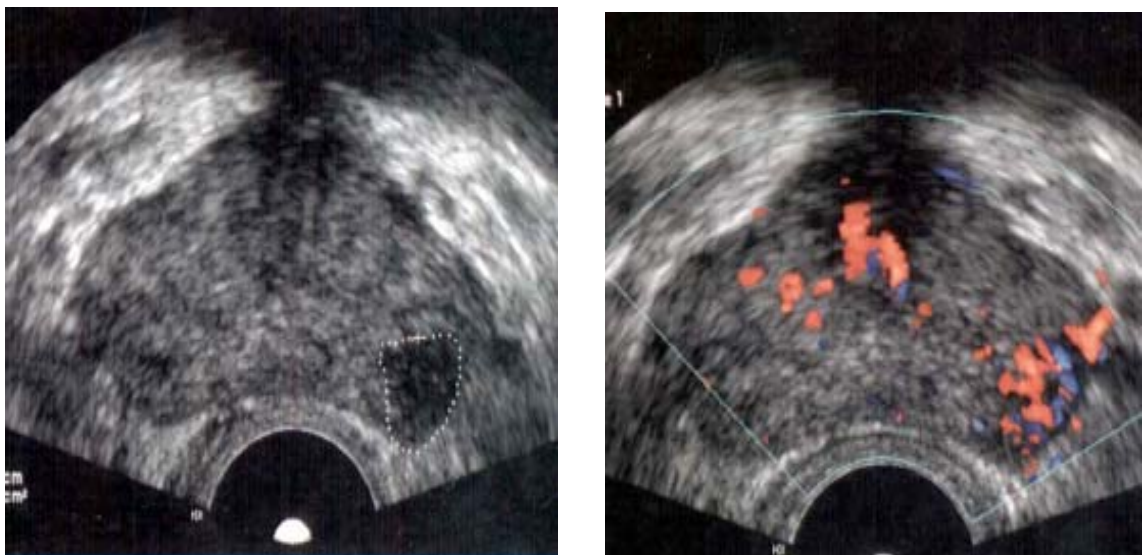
Image d'échographie endorectale montrant un cancer hyperéchogène de la prostate.
